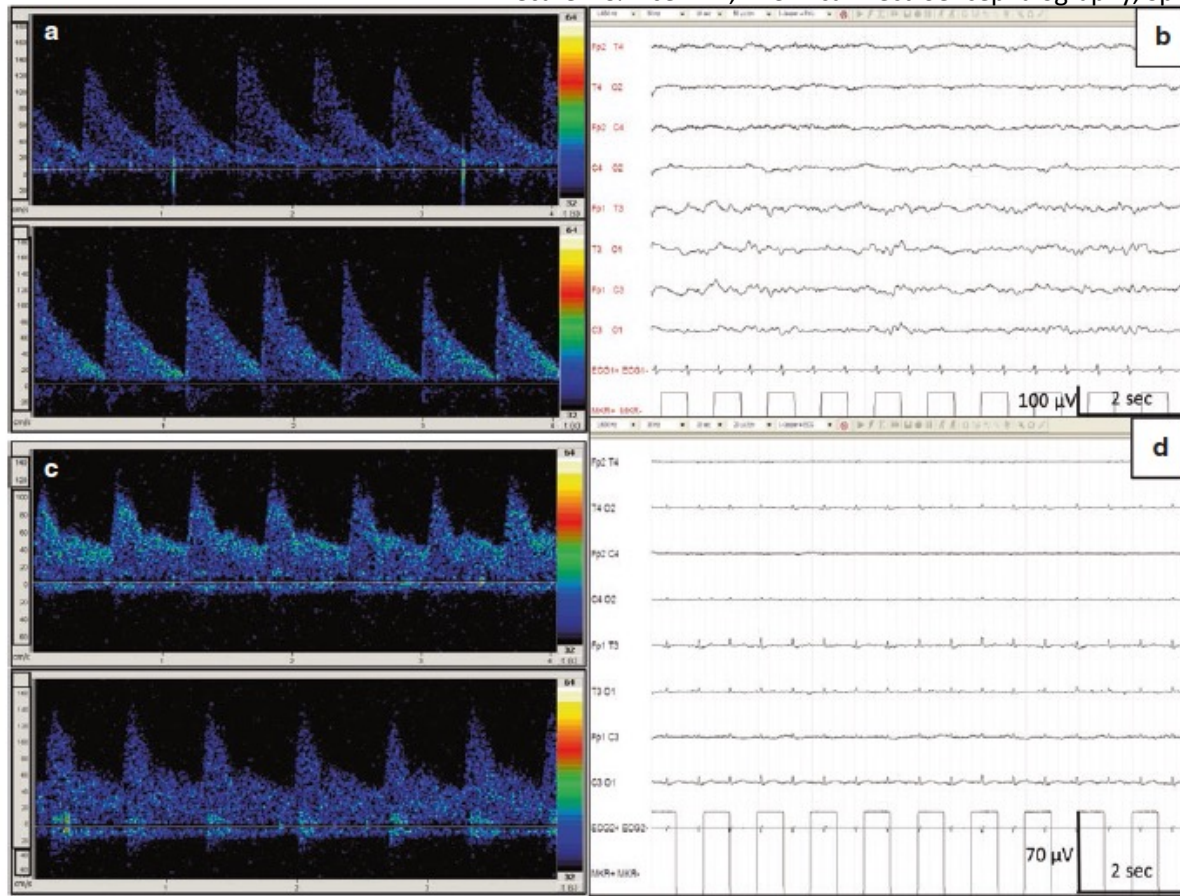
Example of “flow persistence” after decompressive craniectomy; Trans Cranial Doppler (TCD) and EEG coregistration in a patient with right hemisphere hemorrhage due to right siphon aneurism rupture. At the first stage, when the patient clinically worsened, TCD
